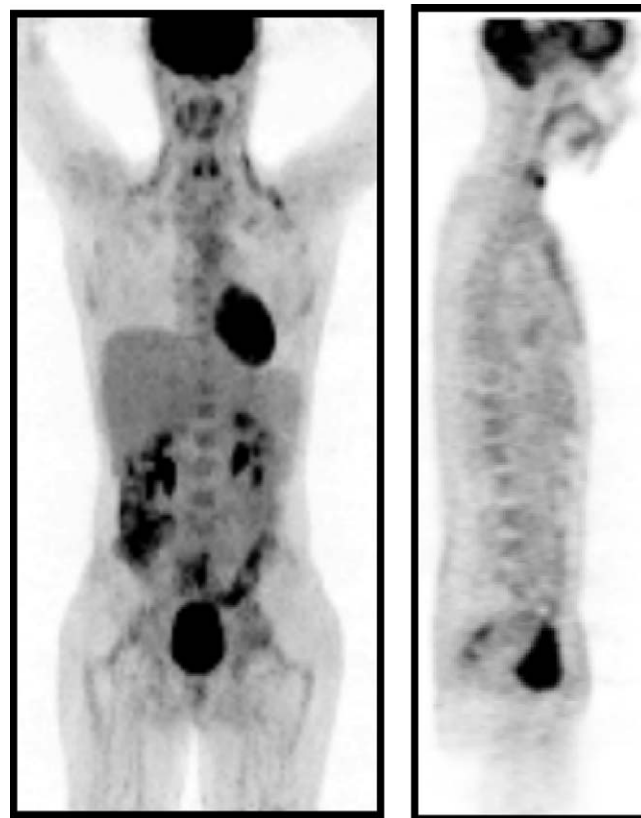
Exemple de faux négatif du PET scan : patiente de 28 ans ayant une tumeur stade IIB, au PET scan préthérapeutique, il y a une fixation cervicale et pararectale gauche. Lors du curage lomboaortique réalisé 6 jours après, il est retrouvé 15N+/27. Il s'agit donc d'un cas de faux négatif du PET scan.
